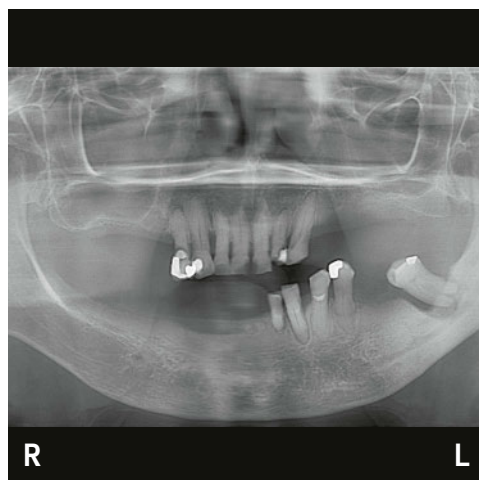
Sur l'orthopantomogramme initial, on observe dans la mâchoire supérieure et inférieure une dentition restant limitée. La dent de sagesse 38 à inclinaison mésiale est caractérisée par une ostéolyse périradiculaire prononcée, qui s'étend jusqu'au canal mandibulaire. Dans cette région, et surtout par rapport au côté droit, la sclérose du maxillaire inférieur semble nettement plus importante. En outre, la corticale du bord gauche de la mandibule peut difficilement être distinguée de l'os spongieux du corps mandibulaire.
